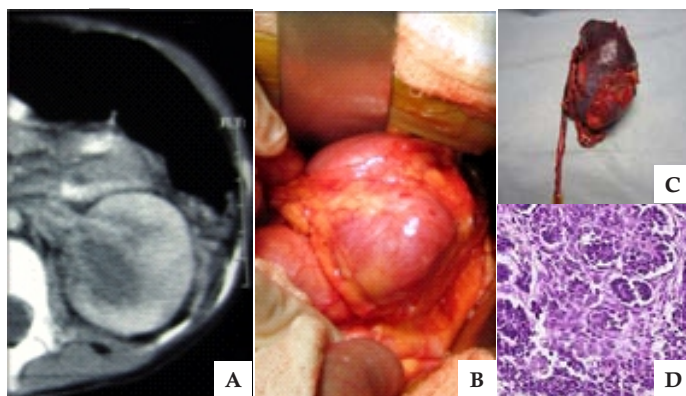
Tumor de Wilms primario. A. Tomografía axial computarizada, B. Disección transoperatoria, C. Pieza anatómica y D. Estudio histopatológico.
